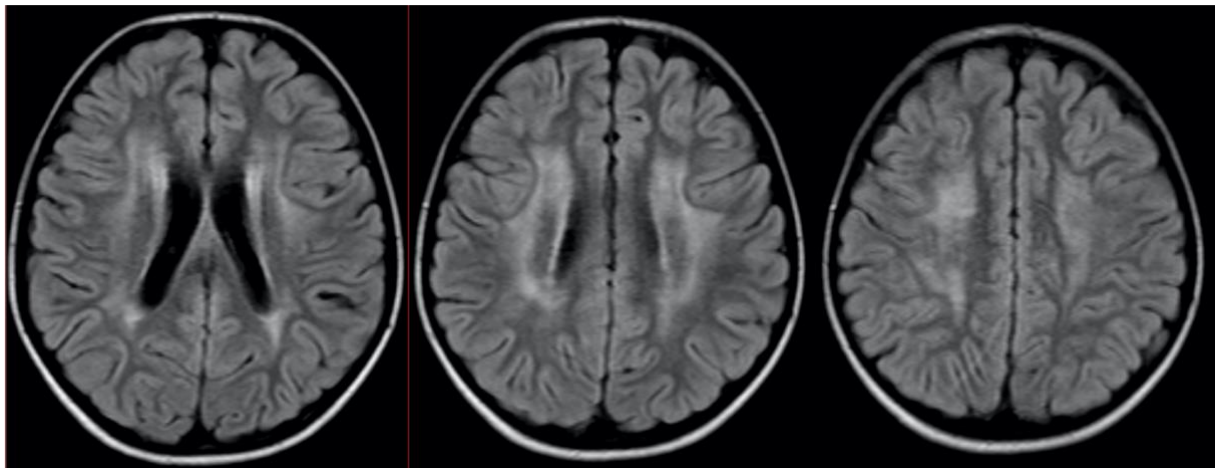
Cas 60 : Enfant de 8 ans : deuxième rechute méningée d'une LAL sans symptôme neurologique. La séquence FLAIR montre des hypersignaux confluents de la substance blanche profonde péri-ventriculaire épargnant les fibres en U. Ces aspects sont compatibles avec une leucopathie toxique au méthotrexate. Les contrôles IRM ultérieurs montrent une légère diminution de ces anomalies de signal.
